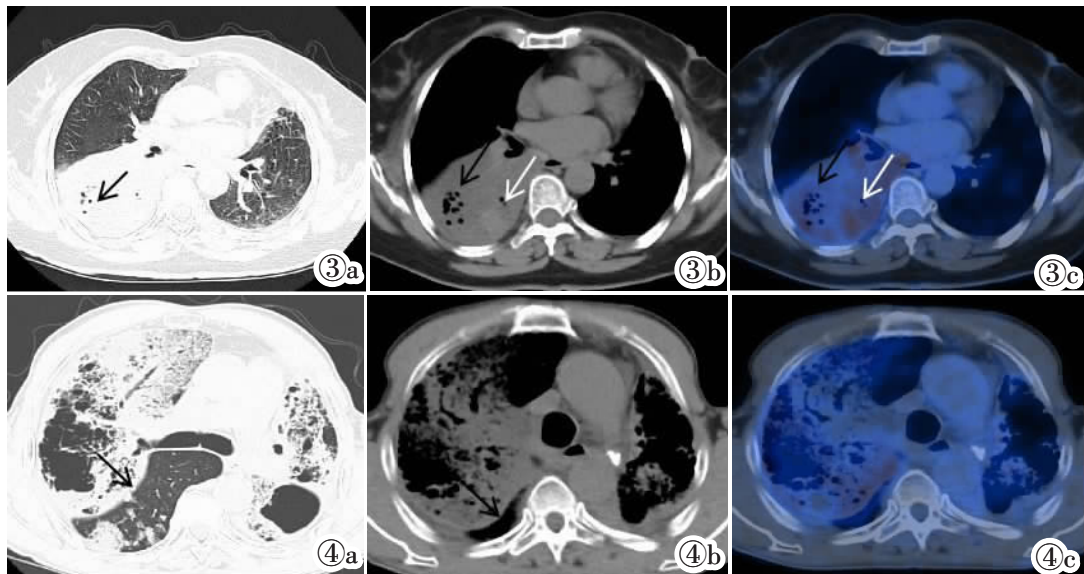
女,69 岁。图 3a:实变影内假性空洞聚集呈蜂窝状;图 3b,3c:右肺下叶实变影密度不均,代谢高低不等,囊性密度灶(黑箭)CT 值 10 HU,代谢 SUVmax 2.3。实变密度灶(白箭)CT 值 42 HU,代谢 SUVmax=4.9。图 4 男,72 岁。双肺散在分布实变影、磨玻璃密度影及结节灶,实变影及磨玻璃密度影内见“异常充气支气管”及蜂窝影,右肺叶间裂膨隆(黑箭),双肺实变影代谢不均匀增高,SUVmax=2.1。
